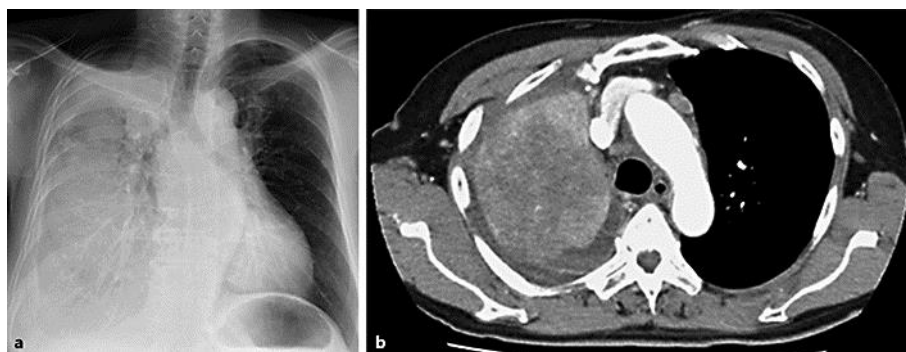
a Chest radiograph showing decreased permeability of the right lung. b CT image of the chest demonstrating a huge mass in the right lung and right pleural effusion.
